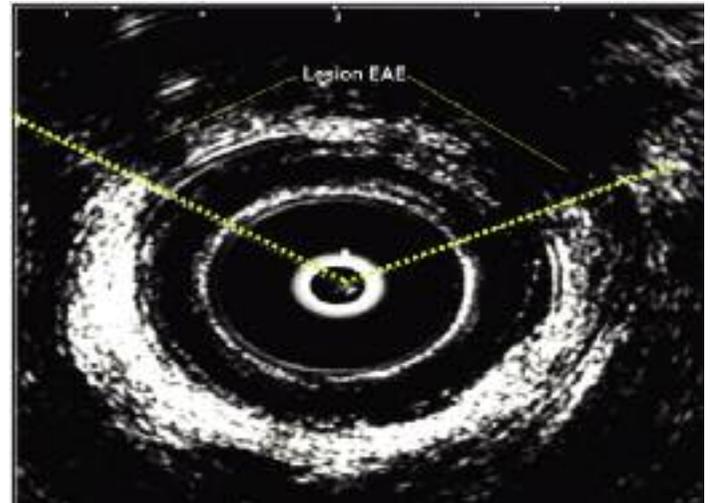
Ecografía endoanal. Lesión del esfínter anal externo.
